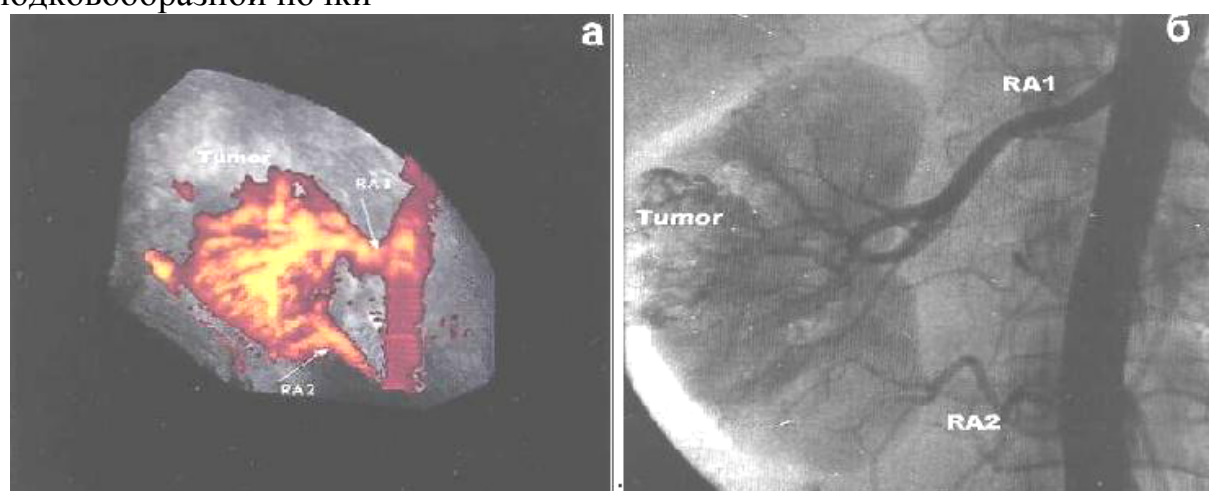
Опухоль правой почки. Добавочная нижнеполярная артерия. а - режим трехмерной реконструкции. Стрелками обозначены основная и добавочная артерия; б - рентгеновская ангиография: нижнеполярная артерия отходит от поясничного отдела аорты
